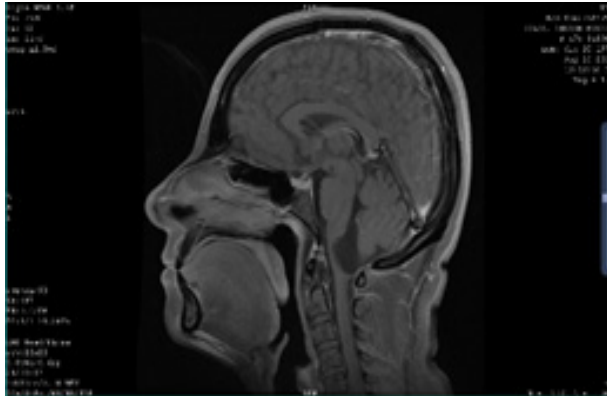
Resonancia Magnética Nuclear en Corte Sagital en T1 en la que se observa desplazamiento del bulbo raquídeo desde el cuarto ventrículo.
